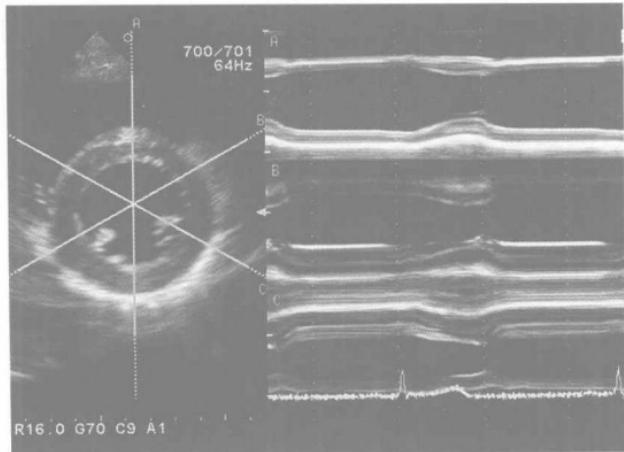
多通道解剖 M 型超声心动图观察左室
